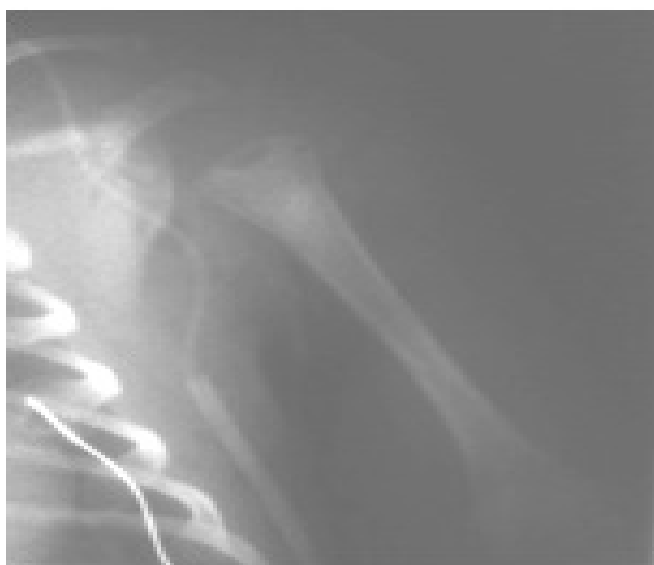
Radiografia de face do ombro esquerdo evidenciando lesão osteolítica da metáfise proximal do úmero.
